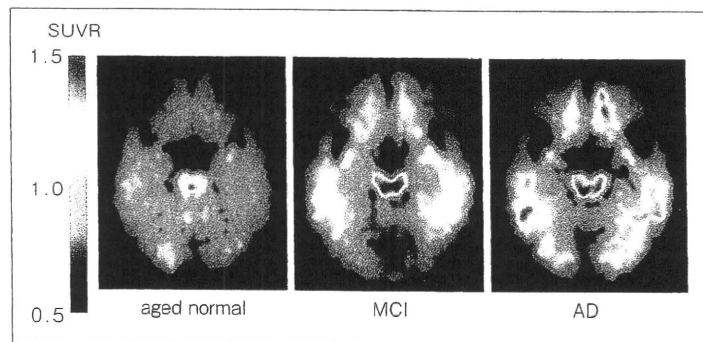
健常者 (aged normal, 63歳, 男性), MCI (70歳, 女性, MMSEスコア28点), AD (79歳, 男性, MMSEスコア20点)の¹⁸F-FACIT PET画像
